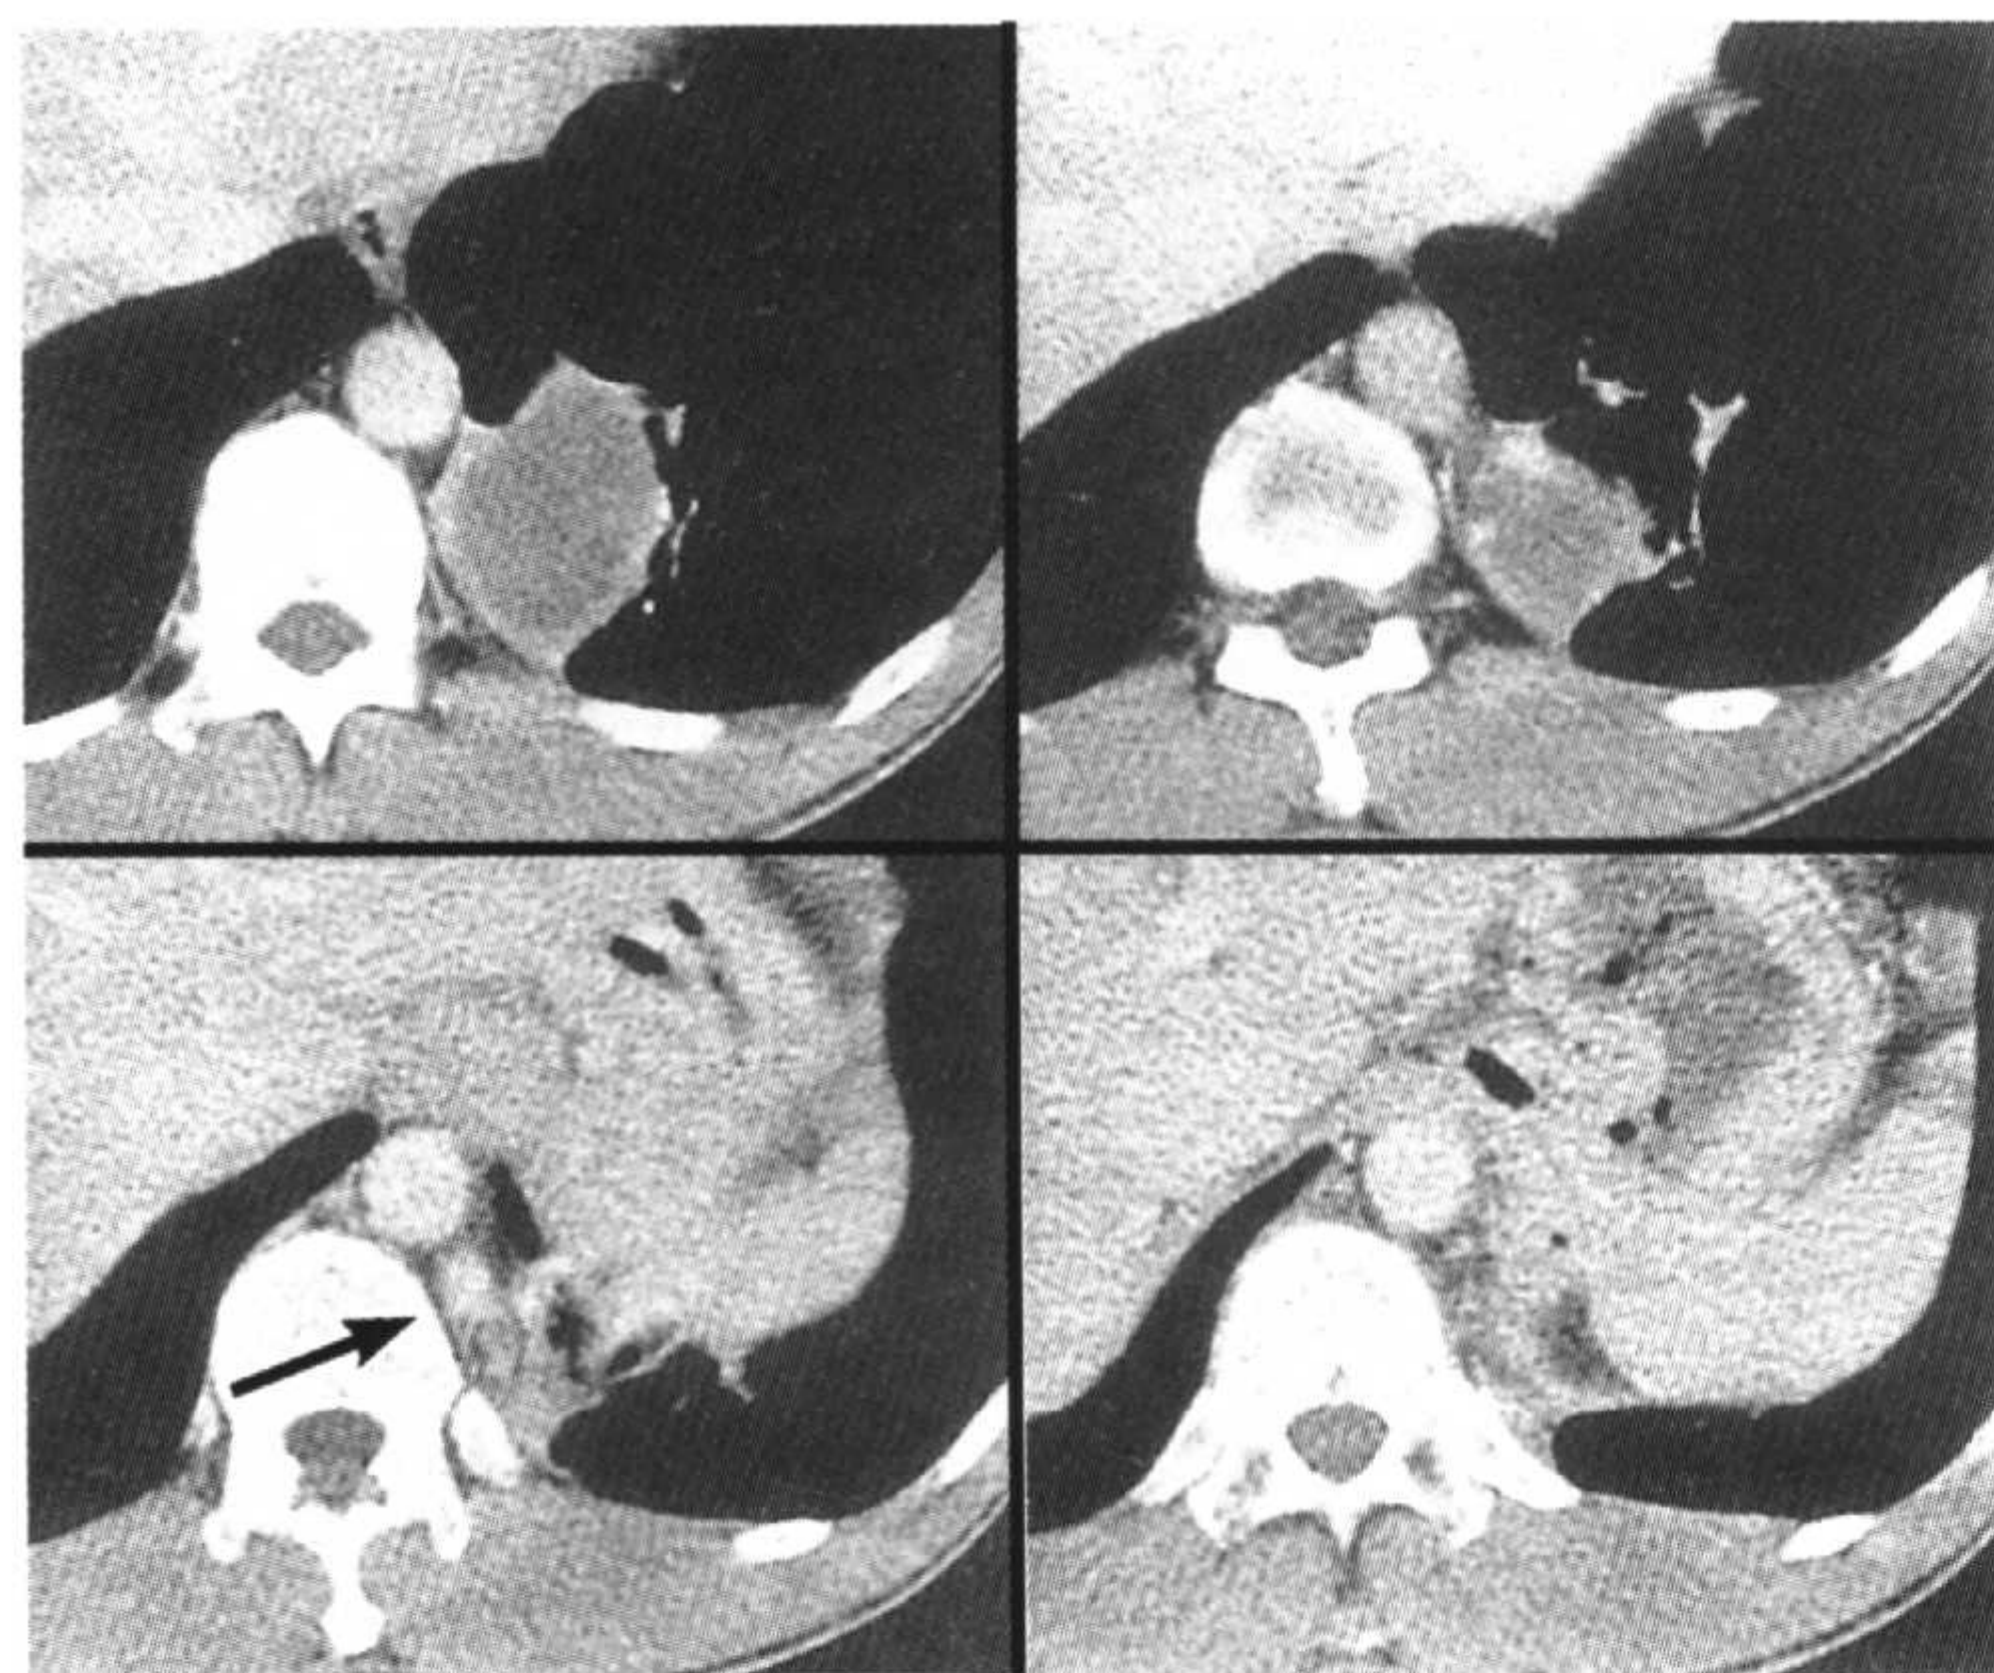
与图8-2是同一例病人。连续层面增强CT图像可见,连接膈肌的脊柱旁区可见边缘均匀强化的肿块影,以及从胸主动脉流入肿块的扩张血管影。
